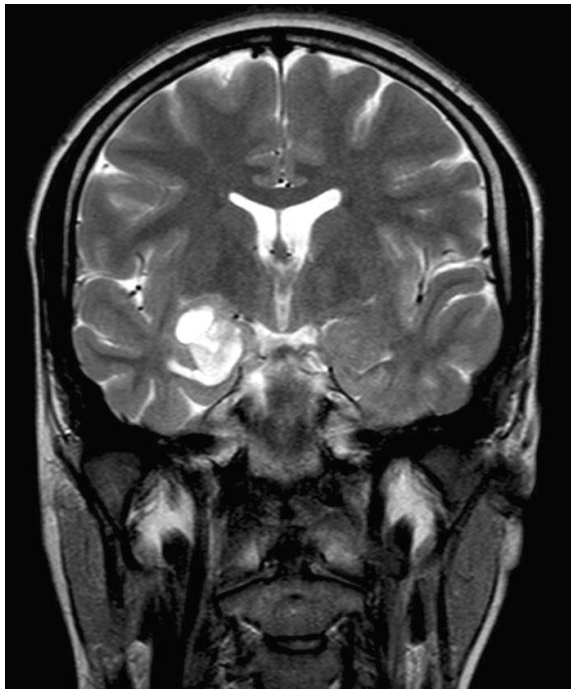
МРТ головы больной Т. (20 лет). Т2 ВИ корональная плоскость. В переднемедиальных отделах правой височной доли определяется интрасубкортикальная неправильной формы зона структурных изменений, с неровными контурами, повышенного сигнала
